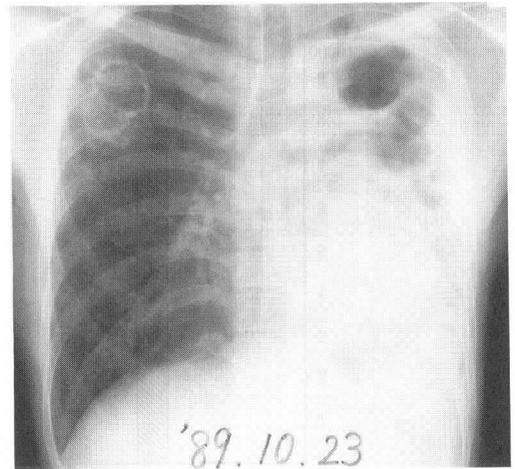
感作リンパ球移入後約1ヵ月(1989年10月23日)の胸部X線写真
